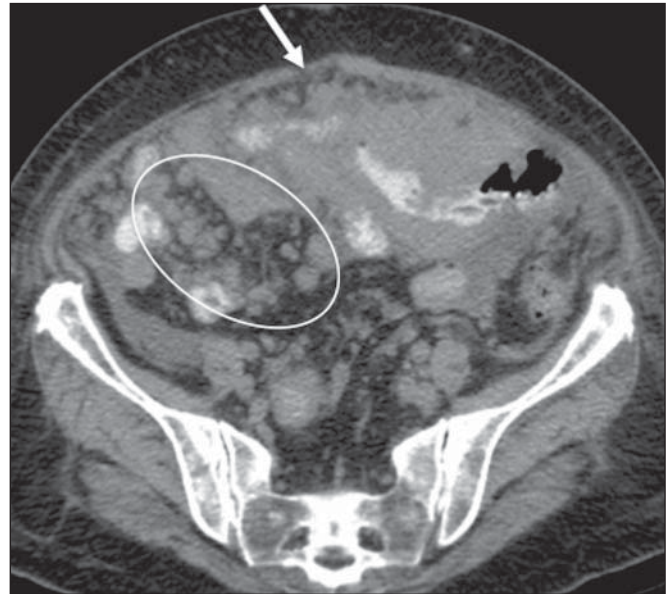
Linfomatose peritoneal. TC de abdome no plano axial demonstra densificação e nódulos mesentéricos (elipse) e espessamento peritoneal nodular (seta) secundários a disseminação da doença linfoproliferativa.
